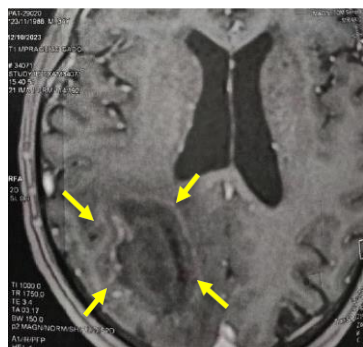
IRM cérébrale du patient 03 : lésion parenchymateuse intra axiale expansive, de siège pariétal droit, superficielle et profonde mesurant 43x27x34 mm, largement oedémogène, sans signes d'engagement cérébral
